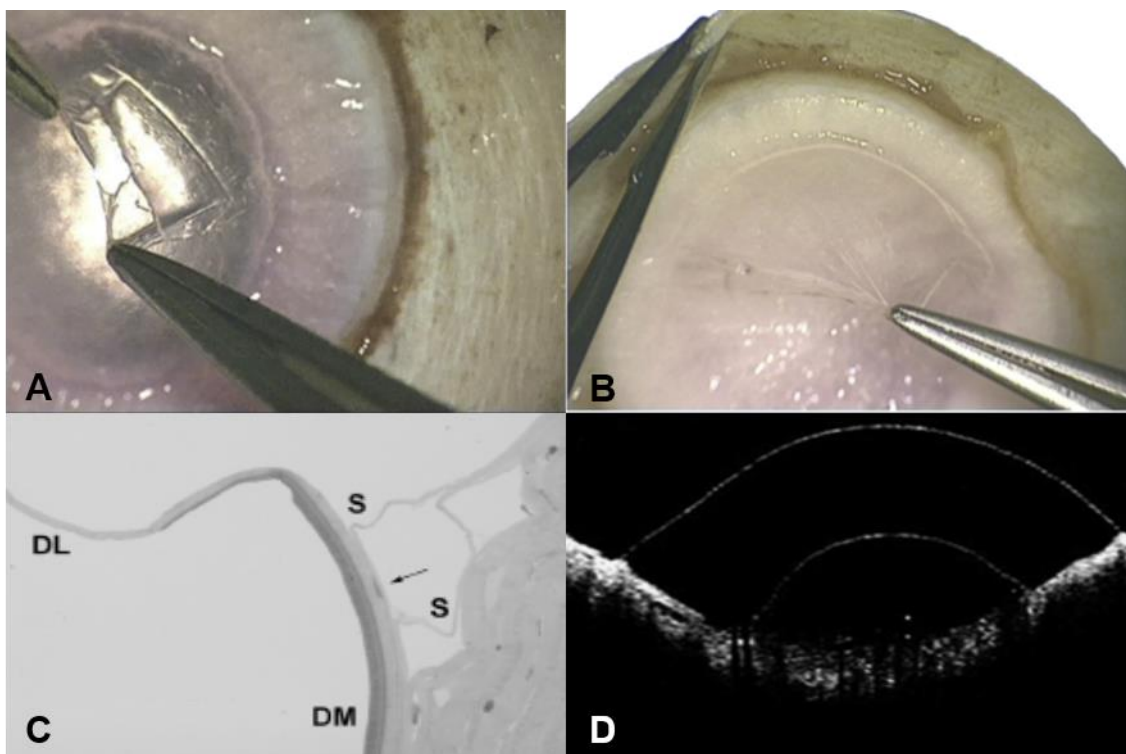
Anatomia histològica i tomografia òptica de la capa de Dua.
